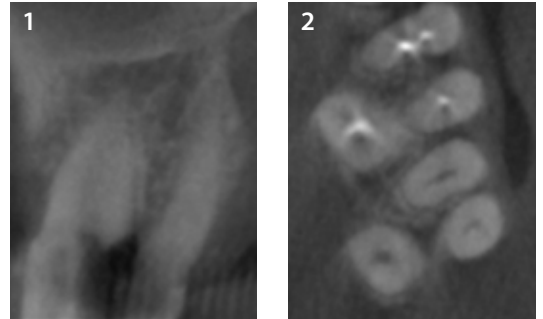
Tomodensitométrie à faisceau conique (CBCT) de la dent 27.
